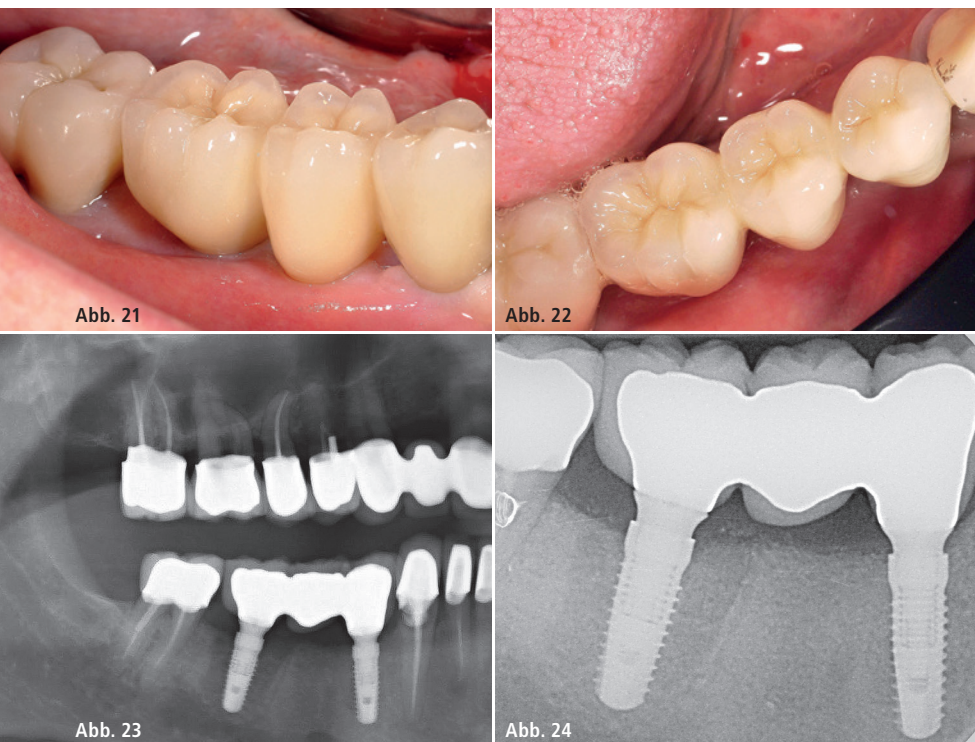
Die Zirkondioxidbrücke wurde mit einem semipermanenten Implantatzement zementiert. – Abb. 23 und 24: Die postprothetische Röntgenkontrolle zeigte eine gute knöcherne Regeneration der ehemaligen Extraktionsalveole.
